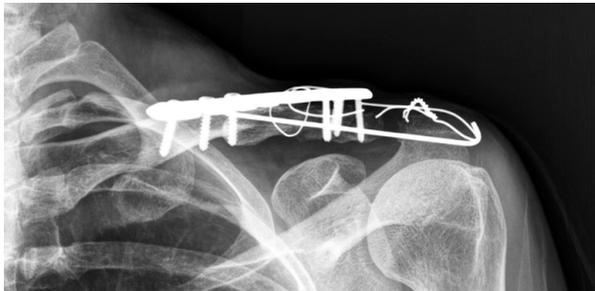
Preoperative plane radiograph showed mild medial migration of K-wire.
